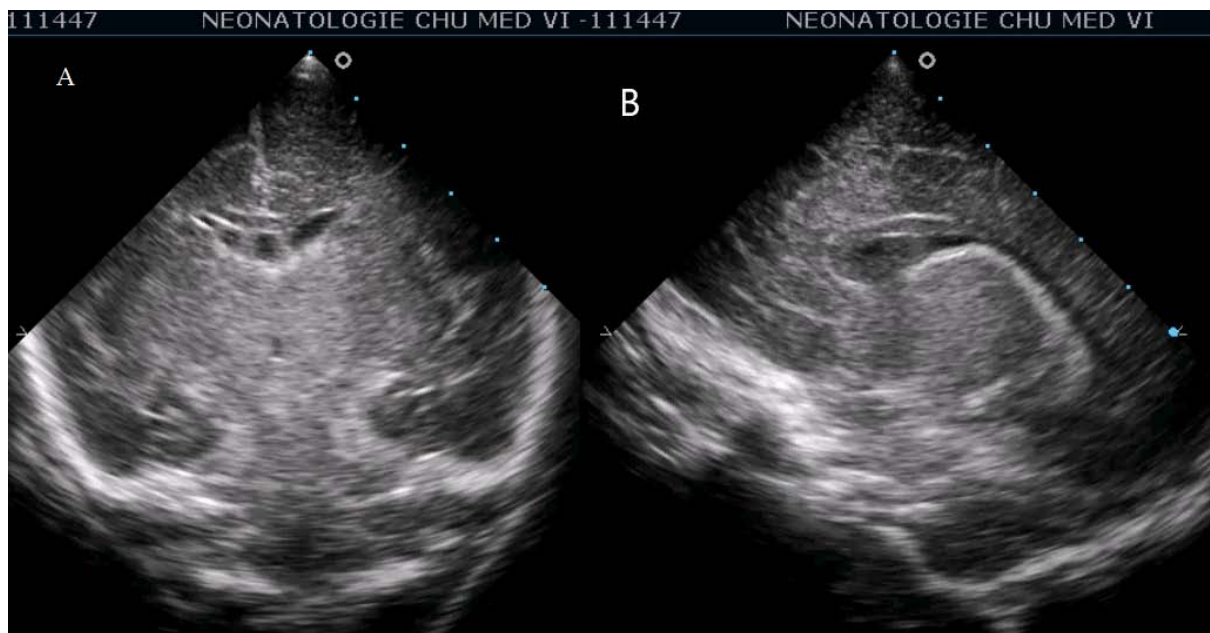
Coupe coronale moyenne (A) et para-sagittale (B) d'échographie trans-fontanelle (E.T.F).
